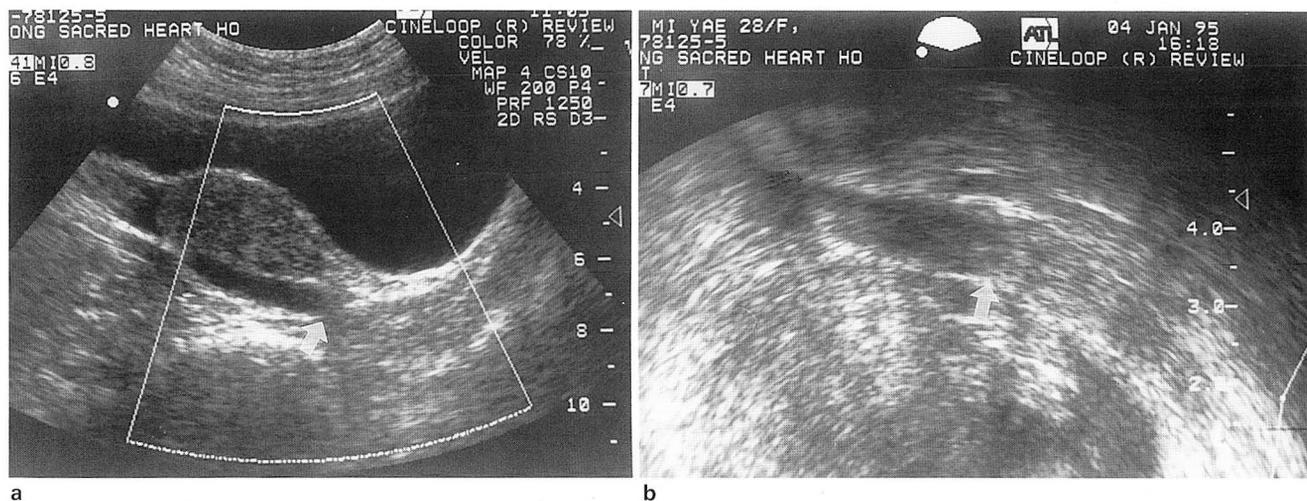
Abdominal(a) and transvaginal(b) ultrasonography show ill-defined low echoic soft tissue lesion(arrows) distal to the dilated ureter.
